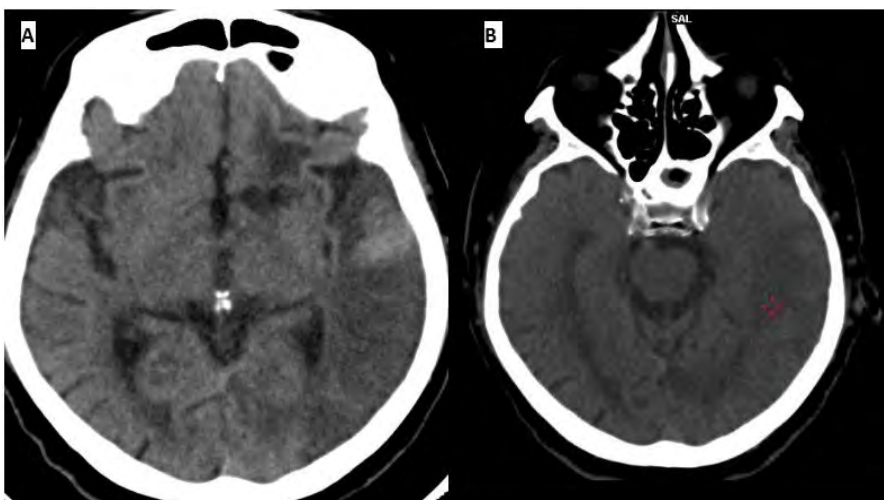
TC cerebral al día 0 y día 10 de evolución del infarto.
